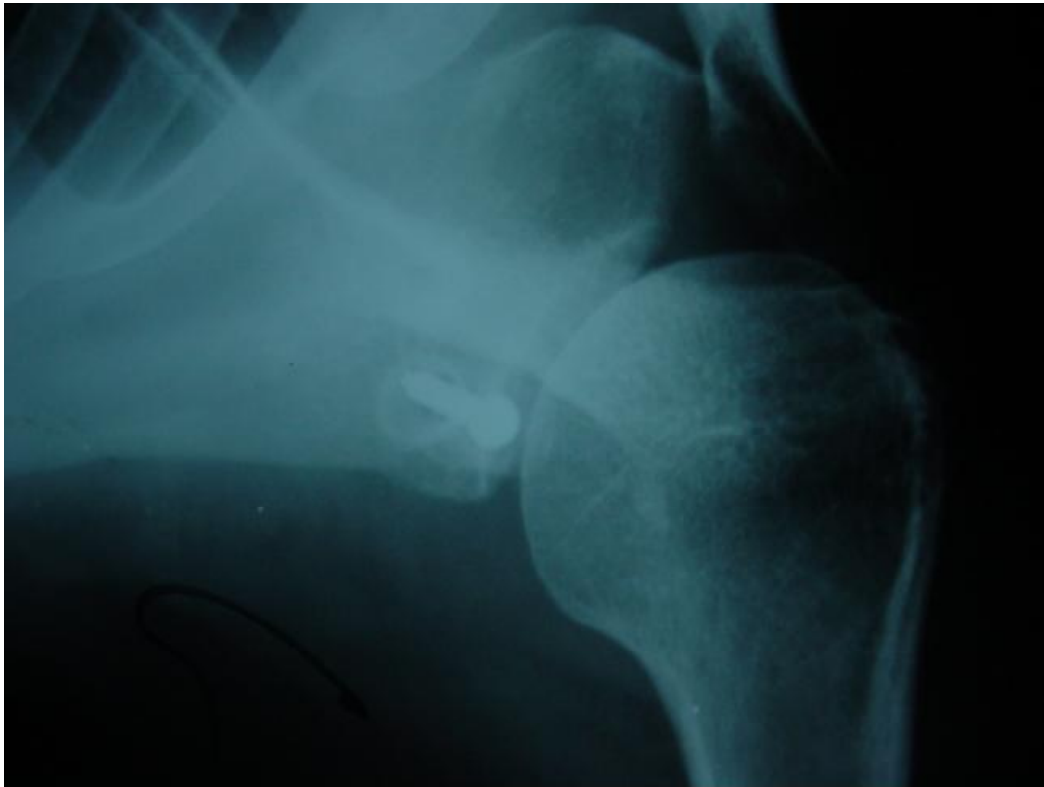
Radiographie de l'épaule montrant une chambre de mobilité de la vis évoquant une pseudarthrose.
